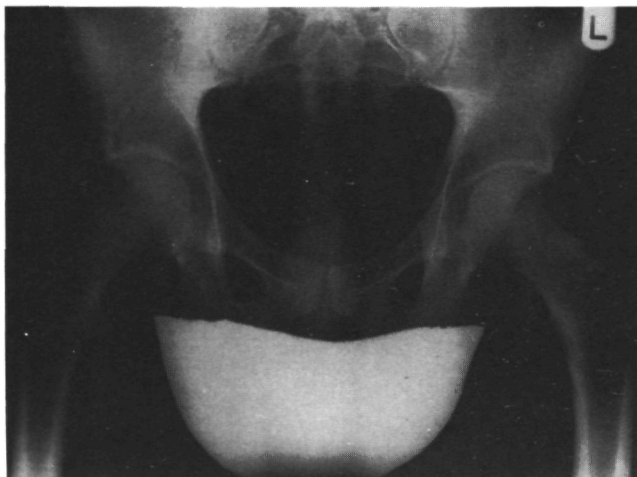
Röntgenfoto van het bekken.
